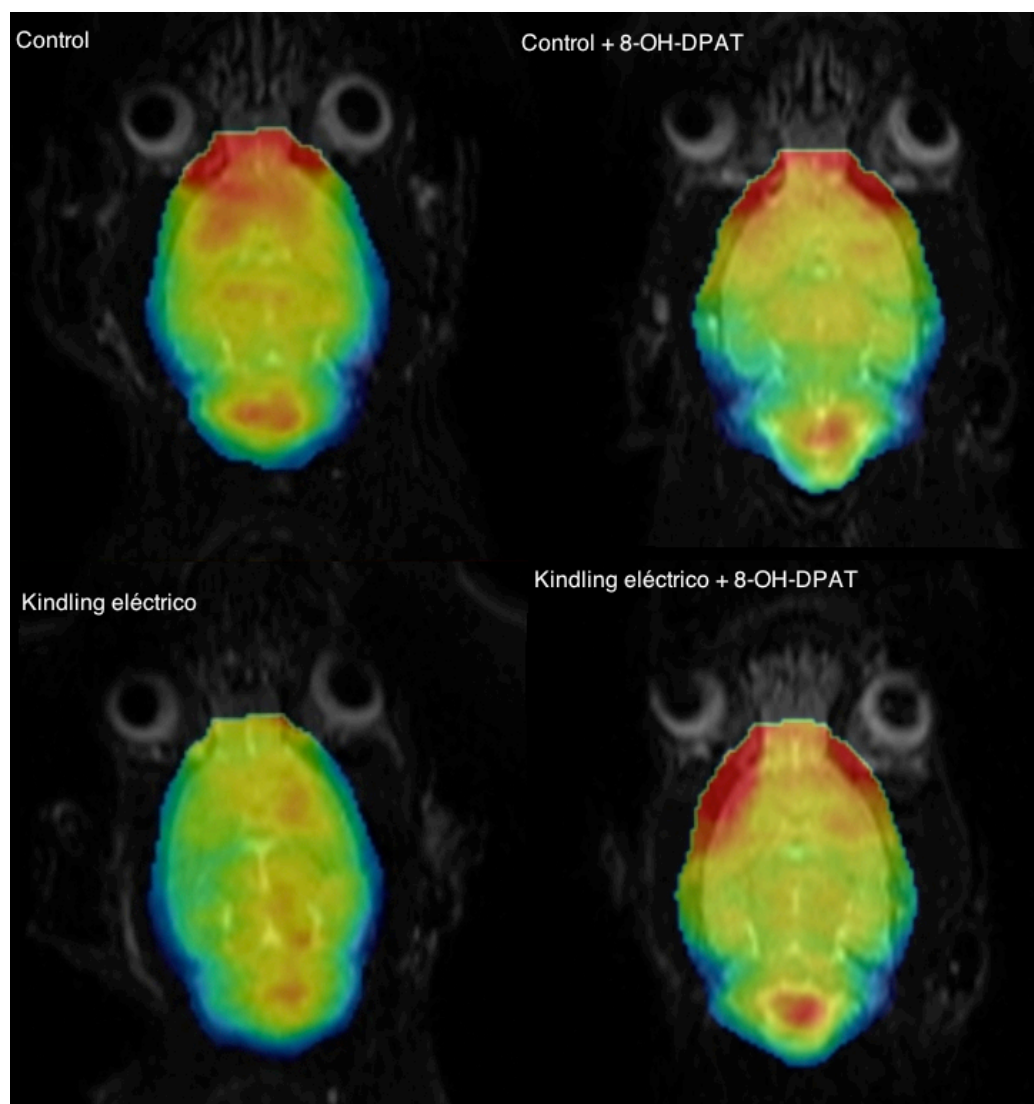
Imagen PET comparativa de los 4 grupos experimentales de kindling eléctrico. La captación de las estructuras en todos los animales ha sido normalizada a la captación del cerebelo. Se observó una disminución de la captación estadísticamente significativa en el grupo de kindling eléctrico en el estriado y en la corteza cerebral ($p = 0,013$ y $p = 0,041$, respectivamente), respecto al grupo control. En el resto de grupos no se observaron diferencias.
